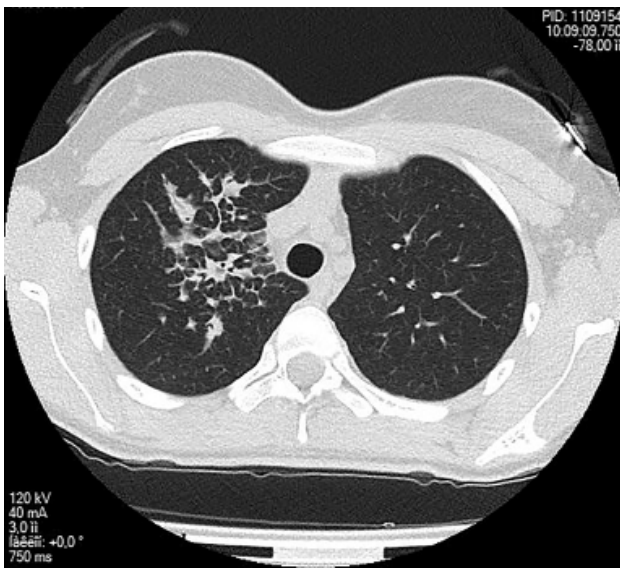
Компьютерная томограмма органов грудной клетки больной 2.
